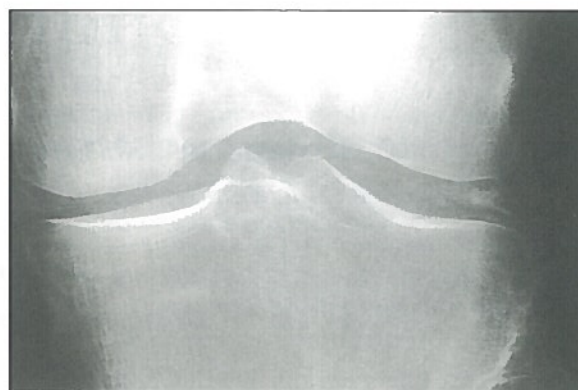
Radiografía anteroposterior de rodilla donde se observa la calcificación del menisco, más evidente en el lado externo.
